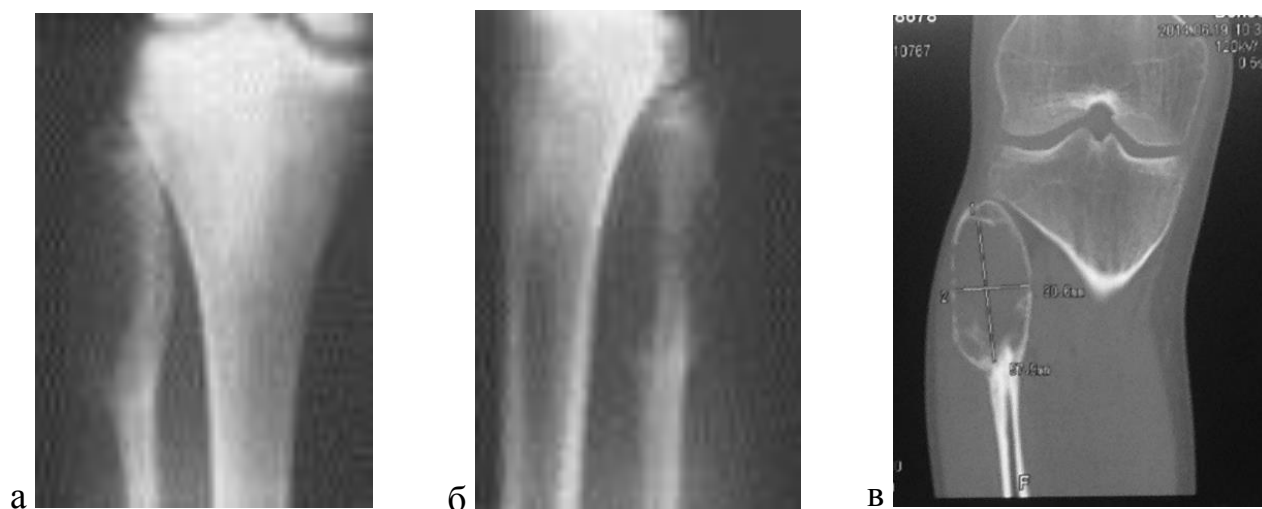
Больной Б. Рентгенография верхней трети правой голени в прямой (а) и боковой (б) проекциях, МСКТ верхней трети правой голени (в) при поступлении. Аневризмальная киста правой малоберцовой кости
